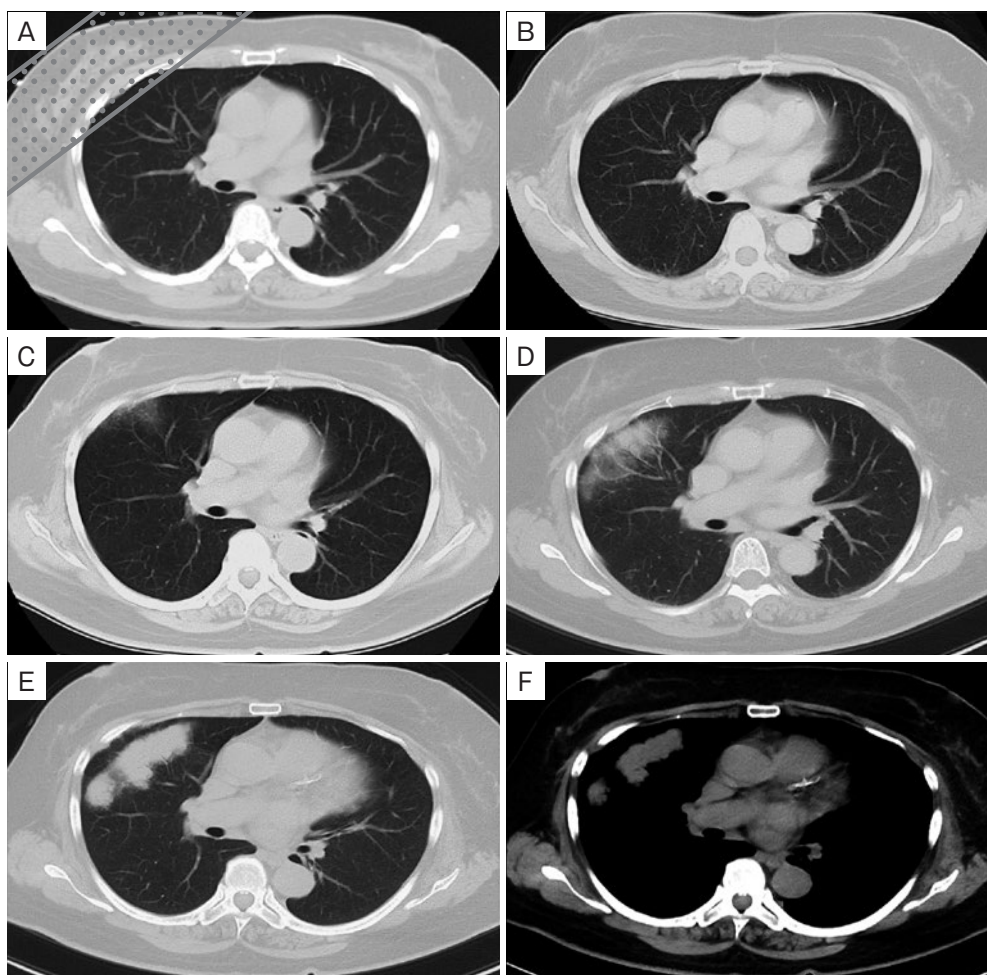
CT検査所見. (A) 20XX-8年3月のCT. 1月に右乳癌手術, 3月に接線方向に放射線照射50Gyを施行した(照射範囲はグレーで囲われた部位). (B) 20XX-5年6月のフォローCTでは放射線肺炎の出現もなく正常肺であった. (C) 20XX-4年6月のフォローCTにて, すりガラス影が出現した. (D) 20XX-3年6月にはすりガラス影の範囲が拡大した. (E, F) 20XX年9月のCTでは, 内部が充実性となり縦隔条件でも腫瘤陰影として確認された.
